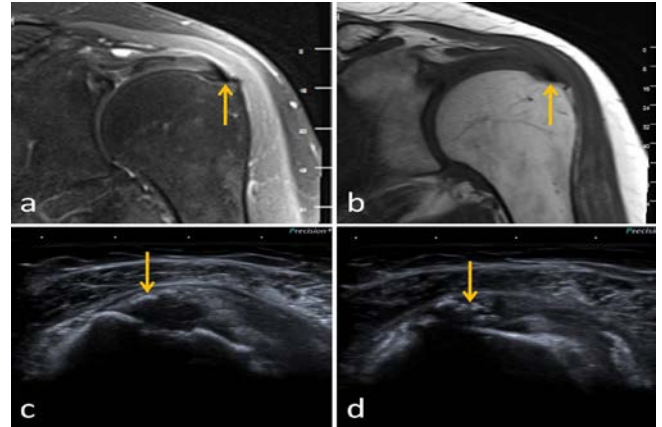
Omuz MRG'de (a) supraspinatus tendon yapışma yerinde izlenen ve güçlükle seçilebilen milimetrik parsiyel yırtığın (ok), US'de (b) germe manevrası ile daha belirgin olarak izlendiğini göstermektedir.
